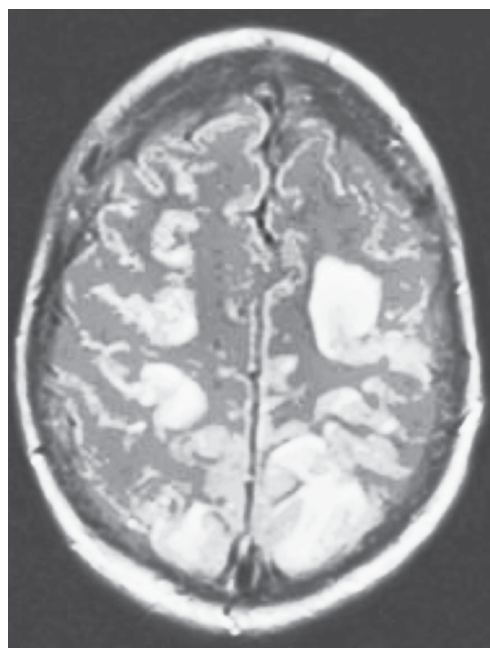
Пациентка 57 лет после удаления вестибулярной шванномы слева, вторые сутки после операции. Компьютерная томография: изменение дифференциации серого и белого вещества затылочных и теменных долей мозга (M. Sorour et al., 2015)
